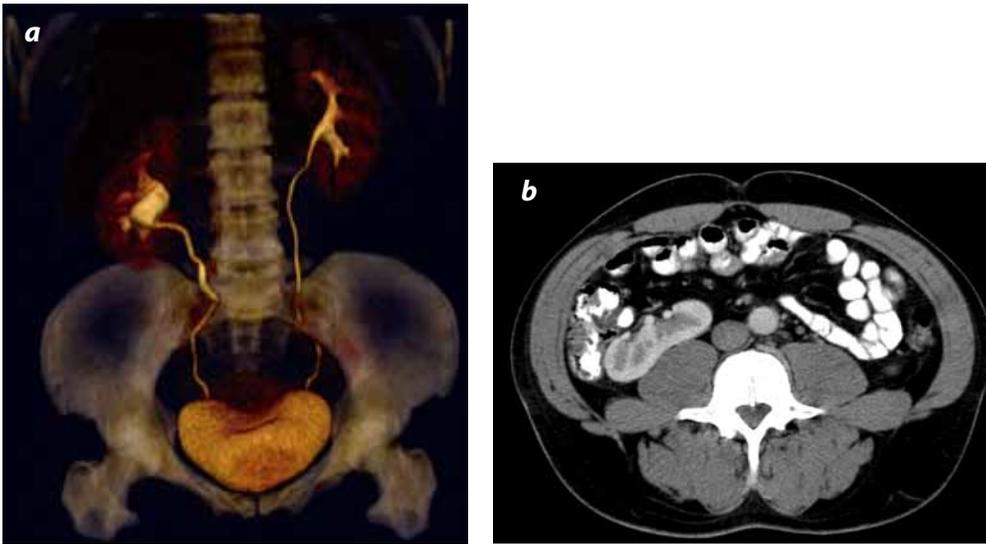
Malrotación renal: TC axial contrastada y VR demostrando riñón derecho con pelvis de localización anterior.
